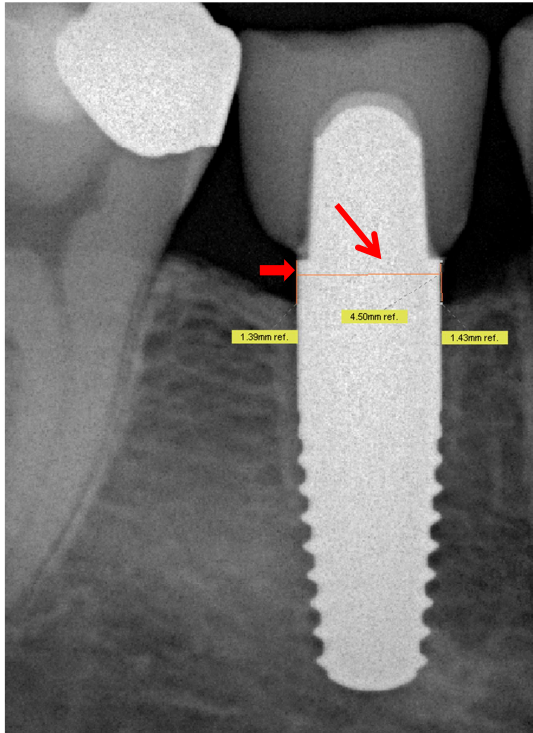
Kleinbildröntgen Implantat 46 mit einem Durchmesser von 4,5mm, welcher als Referenzstrecke (↘) für die Längenbemessung (→) des Knochenniveaus fungiert.
